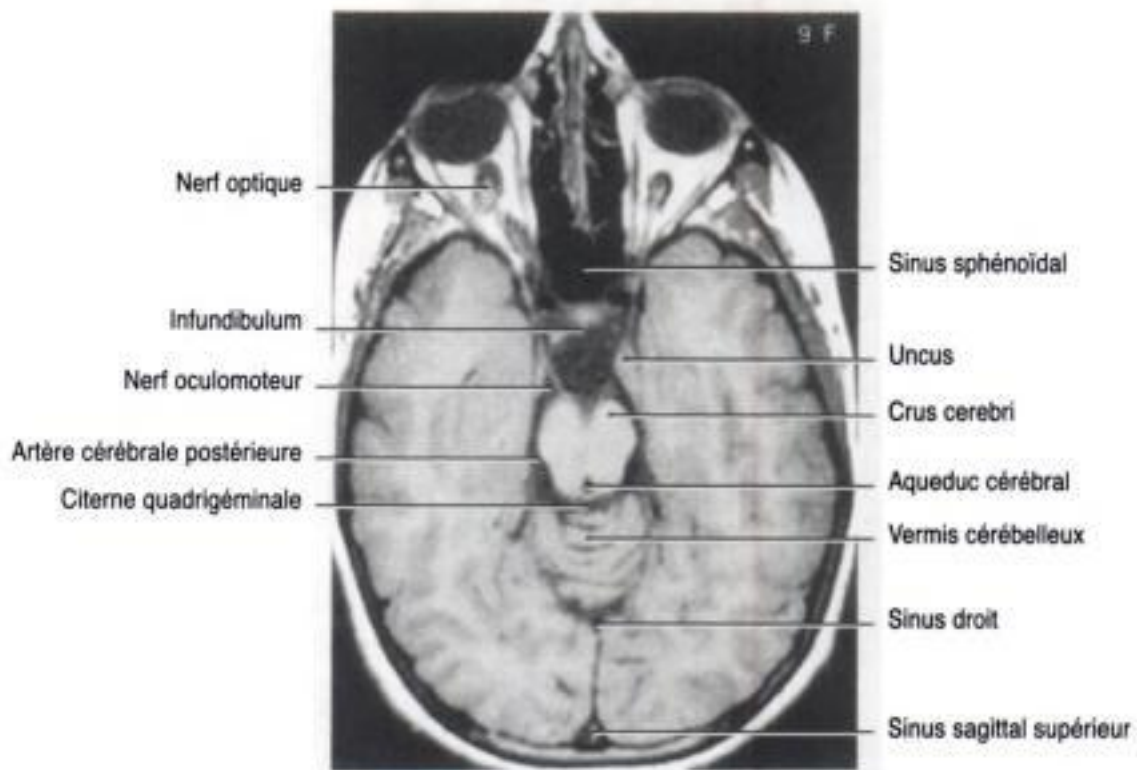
Coupe axiale, en résonance magnétique nucléaire (IRM), à hauteur du mésencéphale et des corps mamillaires. Par suite de leur abondant contenu en fer, le noyau rouge, les corps mamillaires et la substance noire ont un signal réduit sur des images en pondération T2. Le sang circulant dans les vaisseaux cérébraux est remplacé par un autre, non excité, d'où un signal comme un vide. Le liquide cérébro-spinal produit un signal fort dans les ventricules et dans les citerne. (Modifié avec la permission, d'après Woolsey TA, Hanaway J, Gado M H: *The Brain Atlas: Visual Guide to the Human Central Nervous System*, 2nd ed. Hoboken, John Wiley & Sons, 2003, p. 107.)
